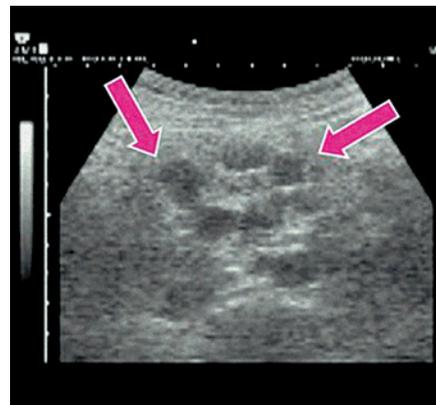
Sonogramm einer extrapulmonalen Tuberkulose mit vergrößerten Abdominallymphknoten.
